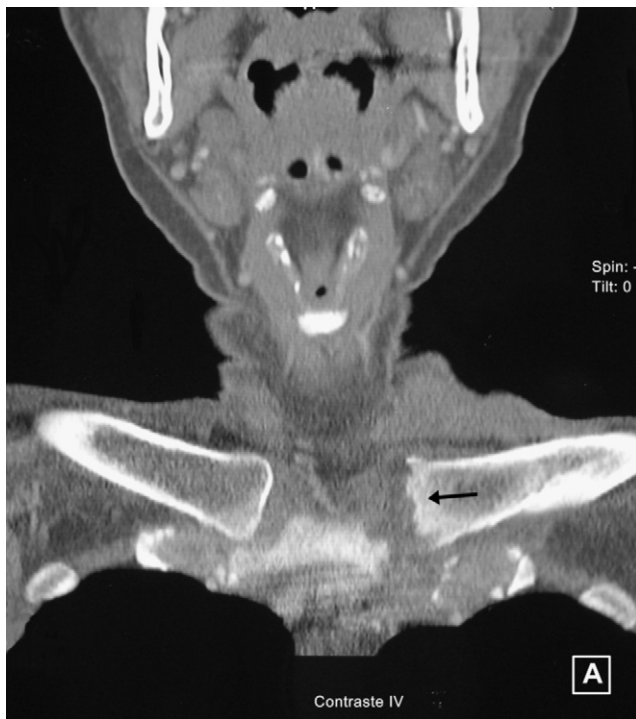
Tomografía computarizada de las articulaciones esternoclaviculares en el caso 2. La izquierda presenta erosiones en su superficie articular (flecha).
